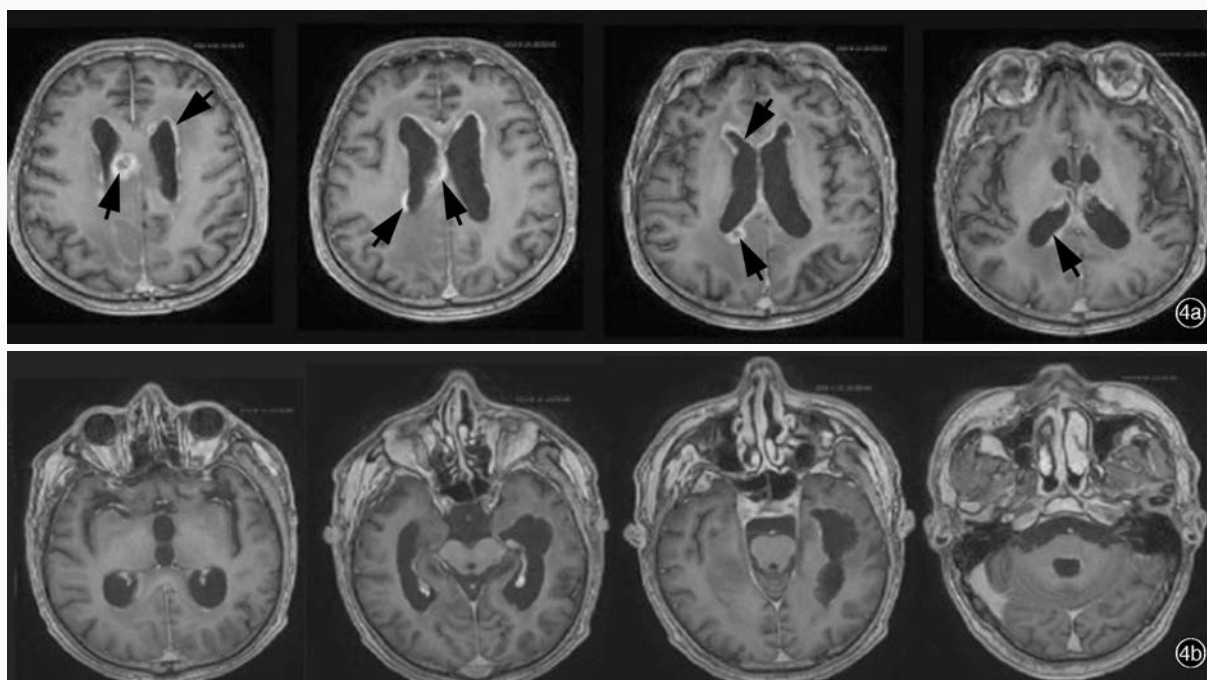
第2次放射治疗前(2016年4月15日)头部MRI检查所见 4a 横断面增强T<sub>1</sub>WI显示,放射治疗范围内侧脑室旁再次出现多发脑膜转移灶(箭头所示) 4b 横断面增强T<sub>1</sub>WI显示,左侧颞叶和第四脑室旁病灶未复发
